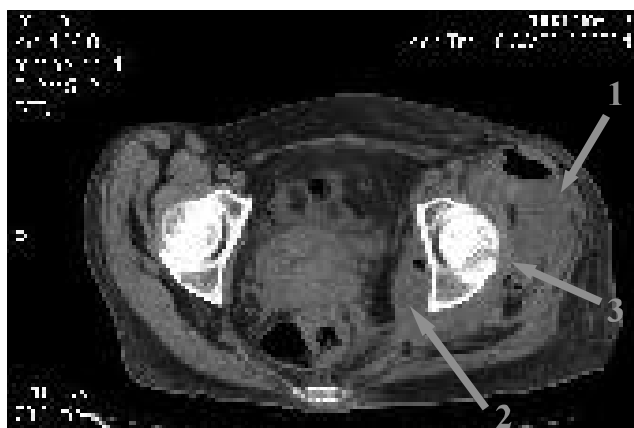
КТ таза: 1 – флегмона сідничної ділянки, 2 – флегмона затульного м'яза, 3 – параартикулярна флегмона.
